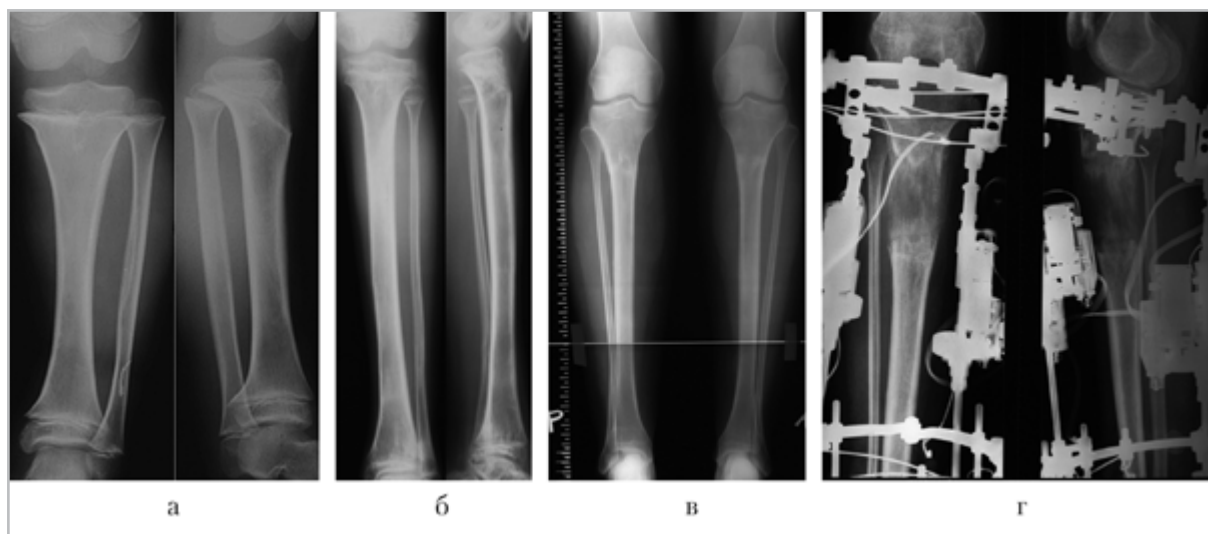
Рентгенограммы голени больного ахондроплазией в прямой и боковой проекциях до удлинения (а), после удлинения (б); рентгенограммы голени пациентки 33 лет с субъективно низким ростом: до (в) и после окончания дистракции (г)
